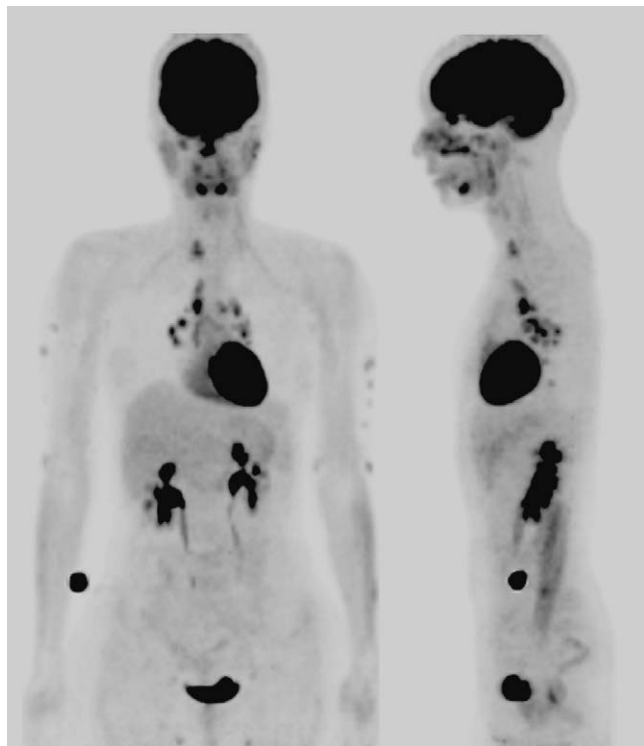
TEP TDM au 18F-FDG (face et profil) chez une patiente de 39 ans présentant une récurrence de SNS survenue 18 mois après l'arrêt d'une corticothérapie maintenue pendant deux ans. Hyperfixation pathologique du 18F-FDG en regard de la pyramide nasale et à un degré moindre du rhinopharynx et des glandes salivaires (Fig. 4b: même patiente). Multiples adénopathies cervicothoraciques et foyers sous-cutanés avec hyperfixation du traceur.
